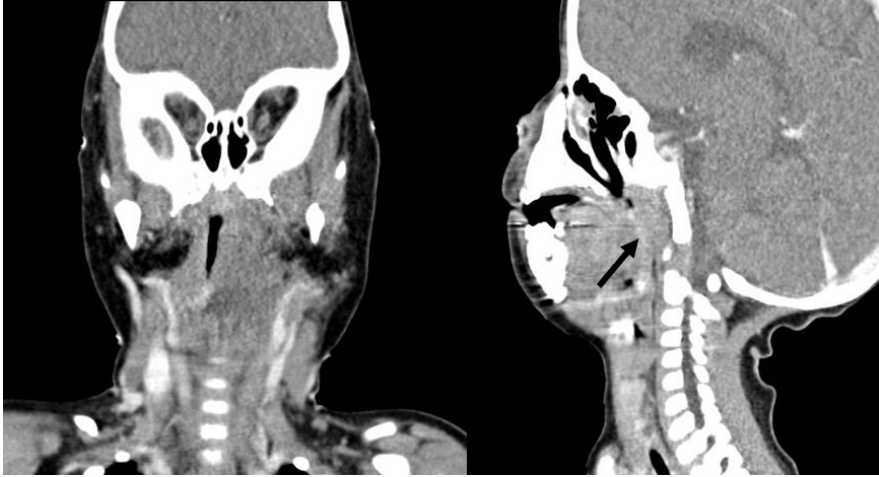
Neck computed tomography scan showed asymmetric obliteration of nasopharynx and larynx secondary to ill-defined hypodense mass-like lesion.
